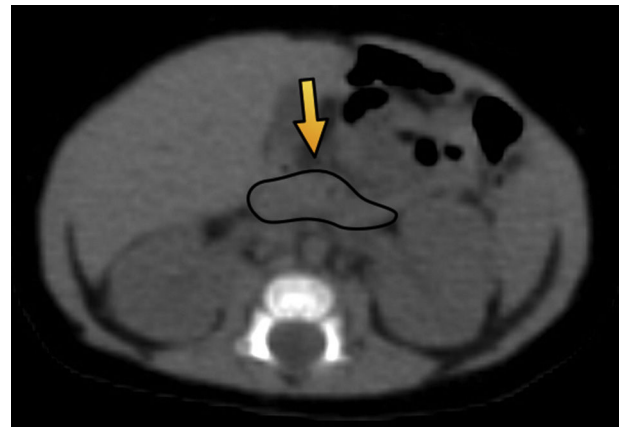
Tomografía computada de abdomen en plano axial muestra un parénquima pancreático delimitado por una línea negra (flecha) de configuración habitual, sin evidencia de lesiones focales.
